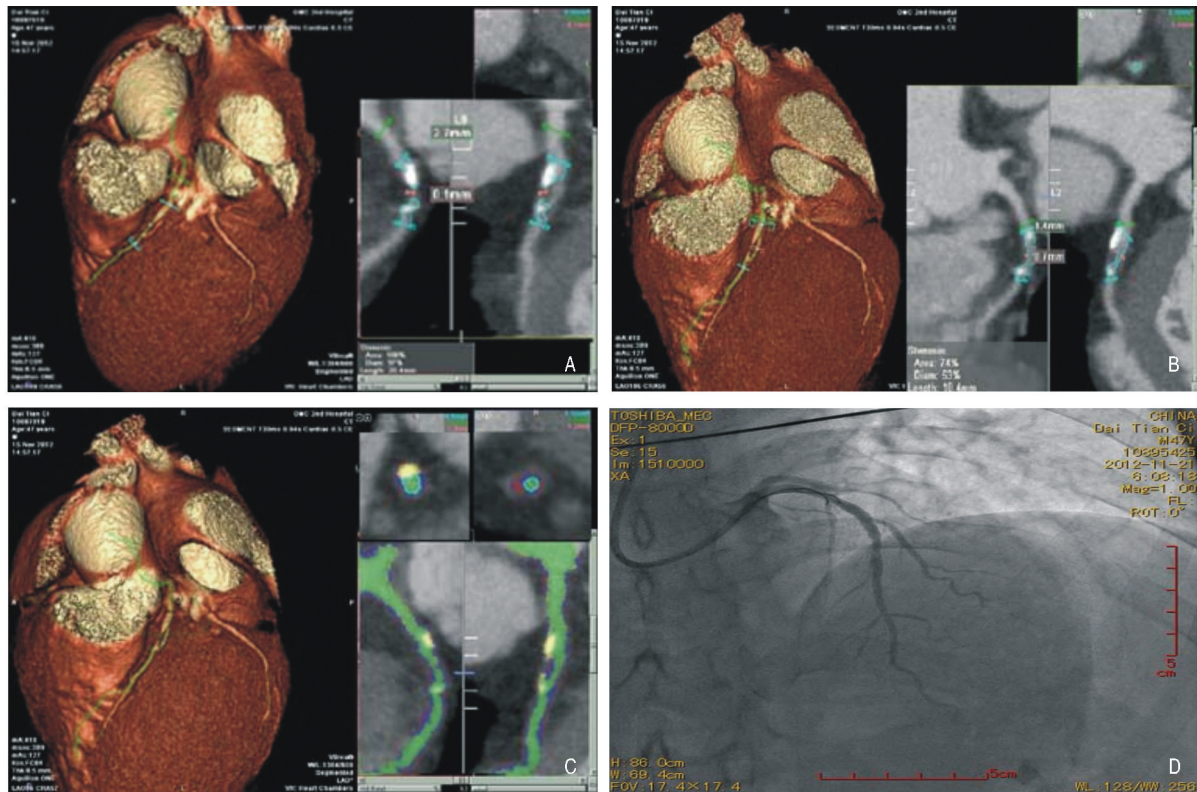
320 排 CTA 冠状动脉探针的矫正及与 CAG 比较 A 为 LAD 中段串状钙化及非钙化斑块, 自动探针误认路径, 误测为重度狭窄 (97%)。B 为指引并矫正探针路径后测量管腔中度狭窄 (53%), 管腔正性重构。C 为矫正后显示绿色管腔局限性中度狭窄; LAD 中段黄色钙化斑、以红色脂质为主并覆有蓝色薄纤维帽的是不稳定斑块。D 为冠状动脉造影, 示 LAD 中段局部中度狭窄。
